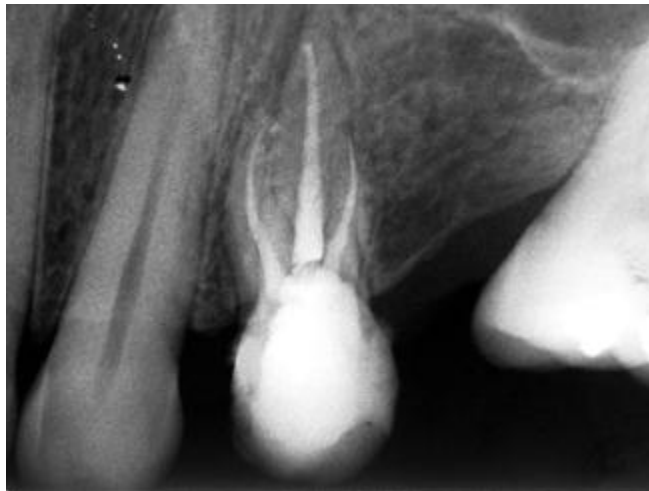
Radiografía mesializada, en la cual se observan los tres conductos obturados.
